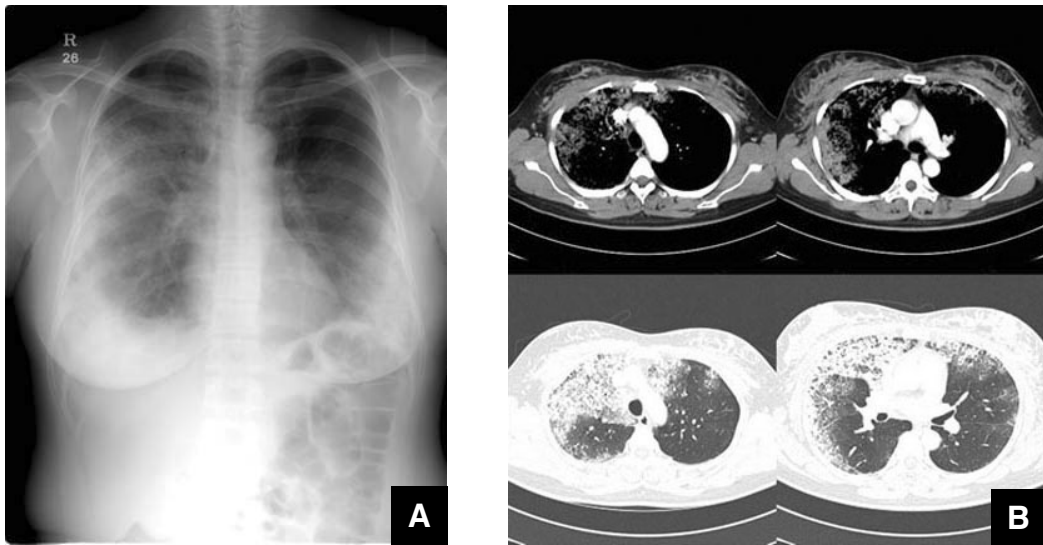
(A) Chest X-ray : Consolidations in both lungs in subpleural area were seen on admission day. (B) Chest computed tomographic (CT) scan : Non-segmental distribution of bilateral ground-glass opacity and interlobular septal thickening with multifocal consolidation in both lung fields was seen on admission day.
